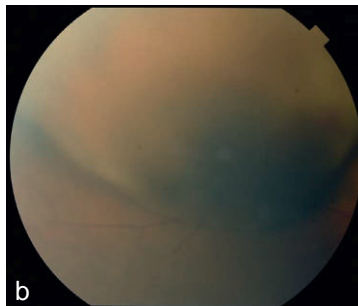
Volumineux mélanome choroidien sur nœvus d'Ota bilatéral. a. Pigmentation épisclérale. b. Fond d'œil droit. c. Échographie B.
